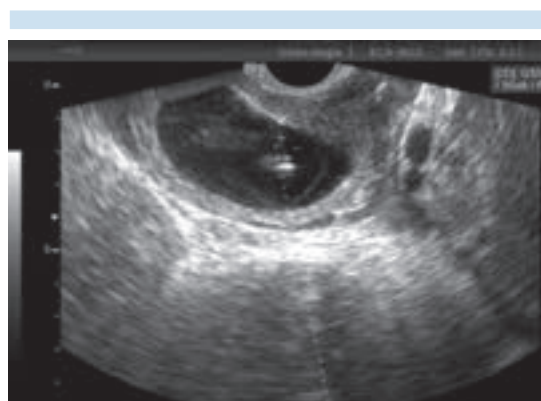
Amniocentesis transvaginal con guía ultrasonográfica.
